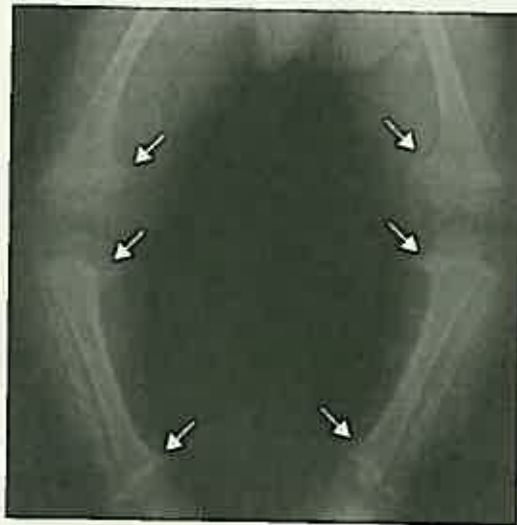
図 ビタミンD欠乏性くる病の下肢骨X線写真 (2歳, 男児)
